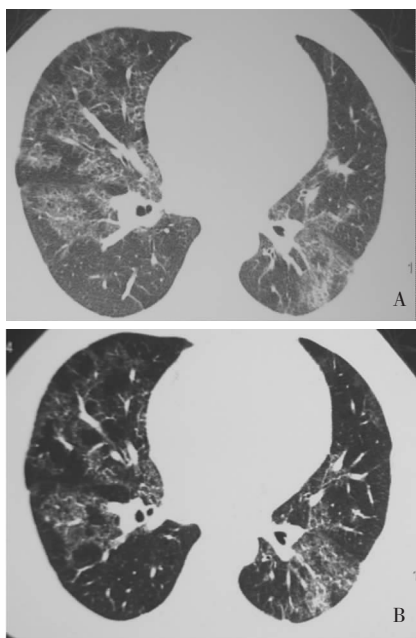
同一患者全肺灌洗治疗后 HRCT 显示弥漫性磨玻璃影密度明显变淡，范围缩小
